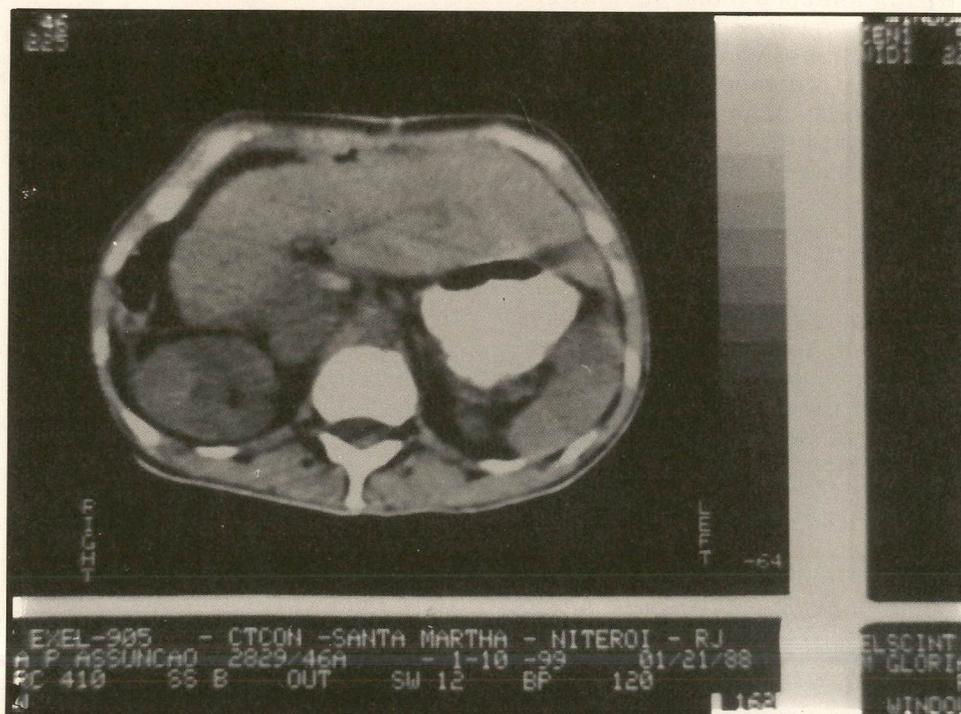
CT pós hepatectomia direita. Controle com 6 meses.
